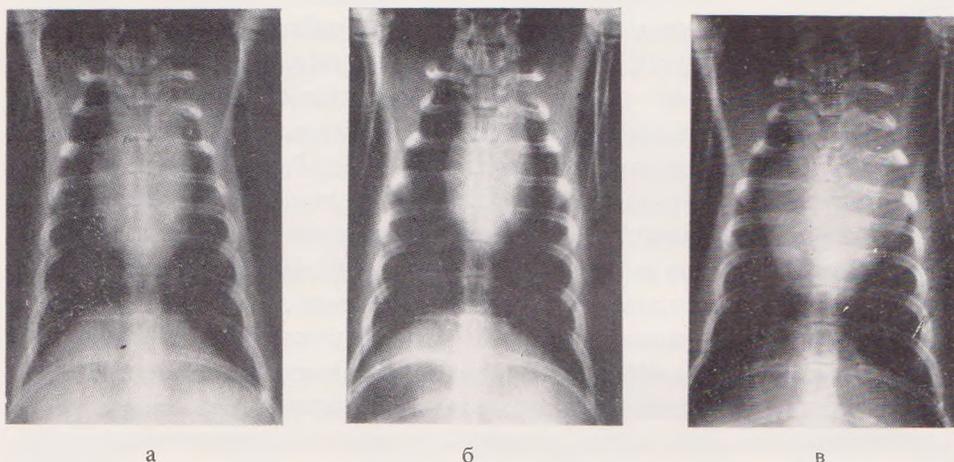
Типичный процесс изменений величины сердечной тени при нарастающей констрикции аорты у кролика: а — исходная рентгенограмма, б — сердце в период максимального уменьшения, в — дилатация декомпенсирующего сердца.
